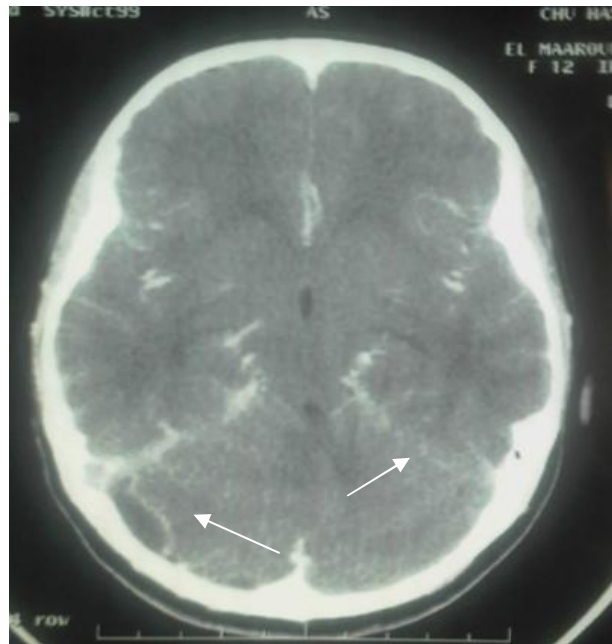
TDM cérébrale : empyème cérébelleux droit avec thrombose du sinus sigmoïde droit.
